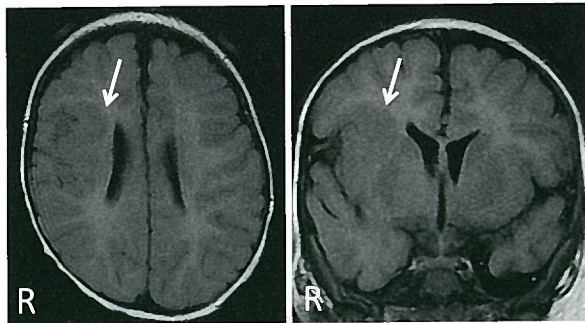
MRI(T2WI)：右島回を中心とした皮質形成異常(矢印)。
